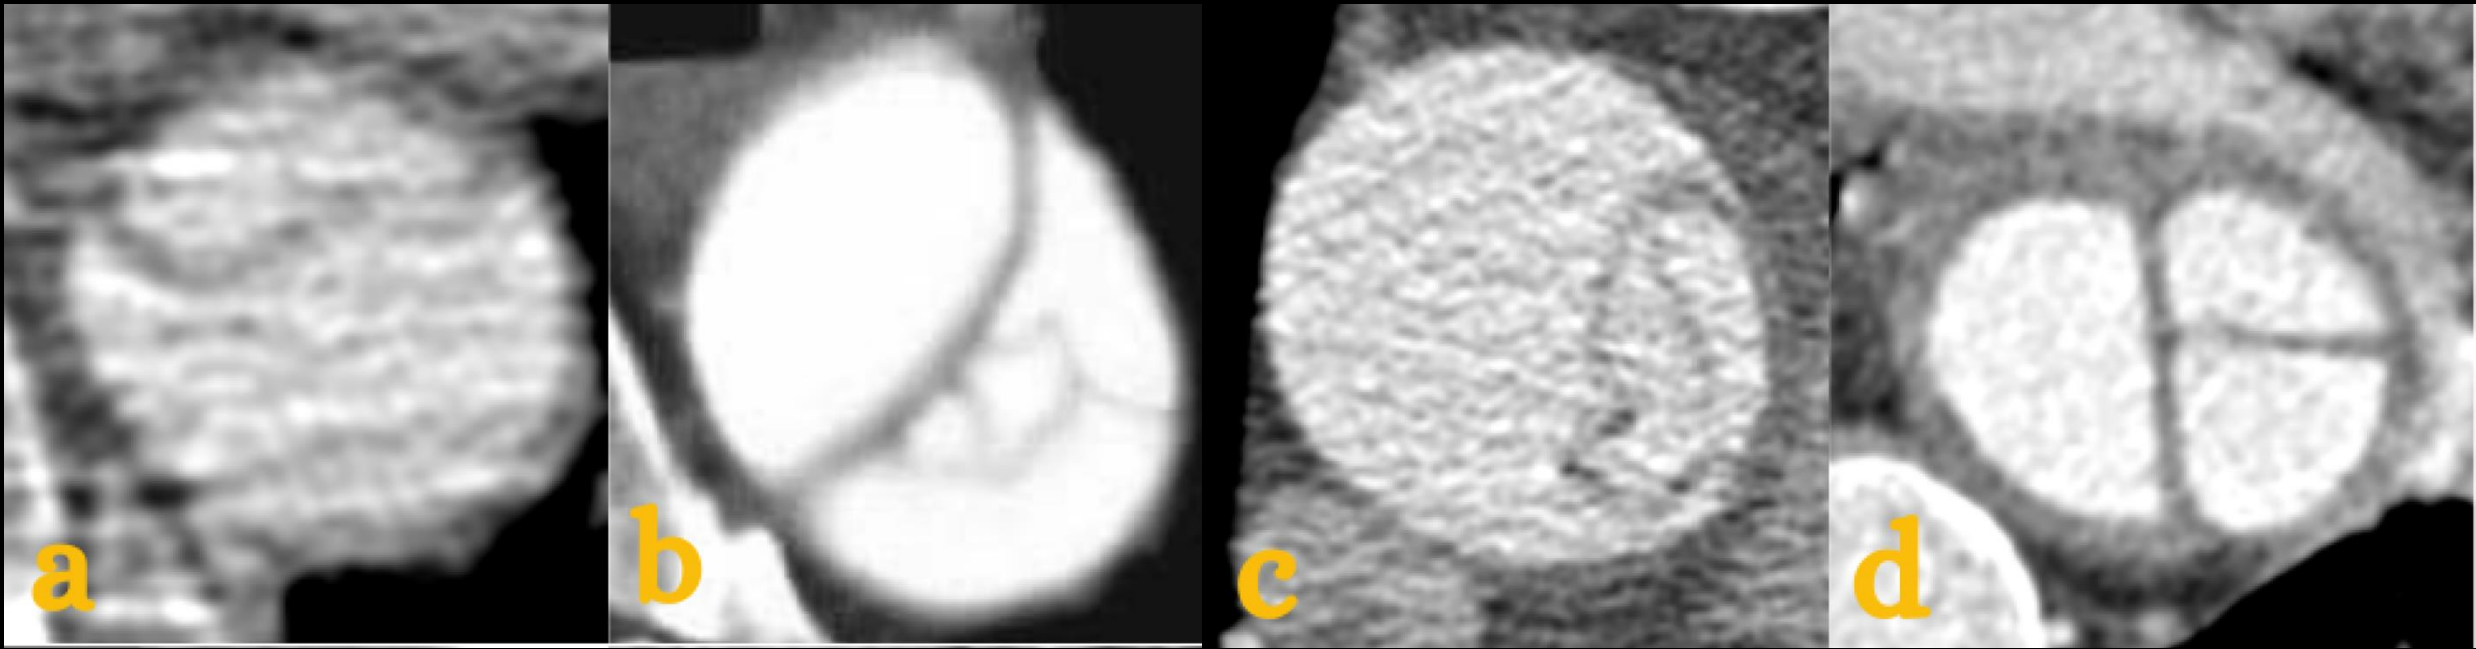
Hallazgos en la TC en fase arterial en la disección aórtica aguda. El reconocimiento de los signos de la falsa luz mejora la confianza diagnóstica y la diferenciación de la luz. (a) Flap intimomedial hipodenso. (b) Signo de la telaraña (Chen, D., Matsunaga, F. Signo de la telaraña aórtica. *Abdom Radiol* 47, 1505-1506 (2022). <https://doi.org/10.1007/s00261-022-03441-4>). (c) Signo del pico. (d) Signo de Mercedes-Benz.
